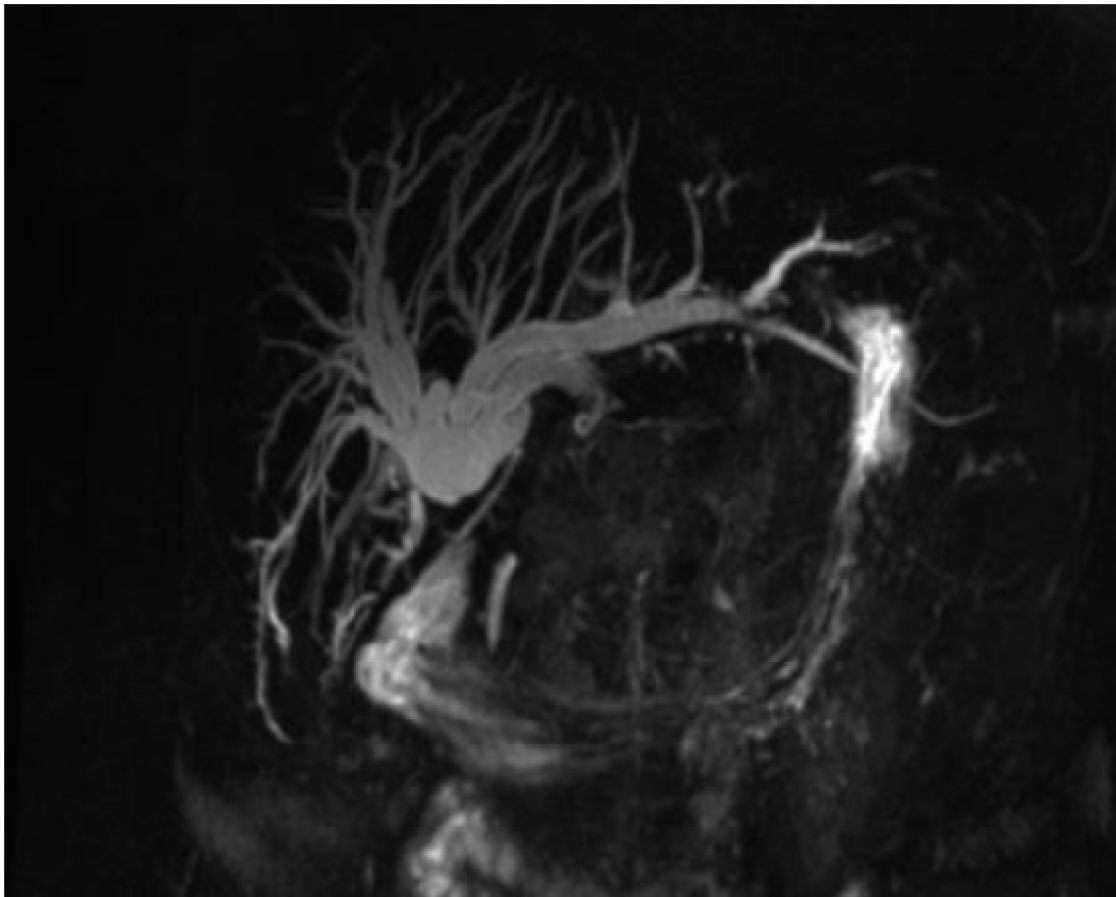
Image de BILI-IRM montrant un obstacle brutal au niveau de la convergence avec dilatation des VBIH sur une sténose inflammatoire de la VBP.
